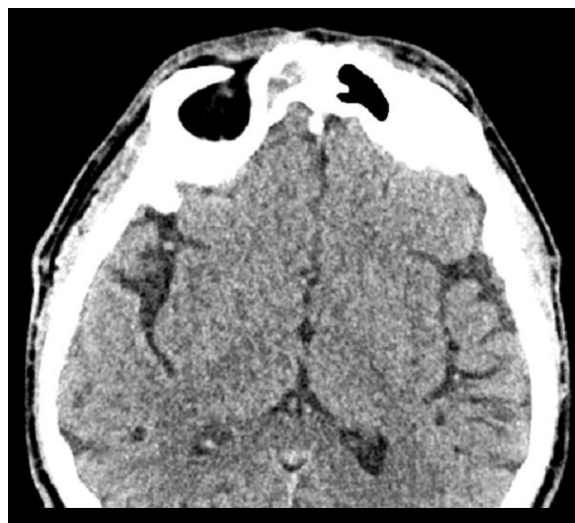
CT image of the patient in axial plane. Tumor mass is located in the right frontal sinus. *Slika 1a. CT slika bolesnika u aksijalnoj ravnini. Tumorska masa nalazi se u desnom frontalnom sinusu.*
